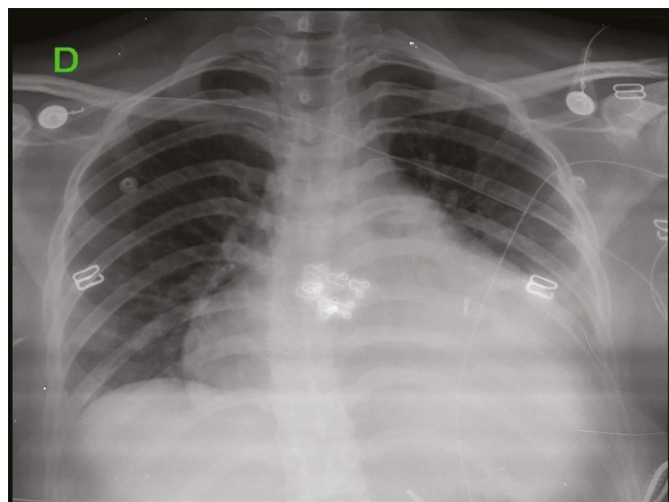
Radiografía de tórax, proyección anteroposterior. Nótese el aumento de la silueta cardíaca sugestiva de cardiomegalia, borramiento del ángulo costofrénico izquierdo por derrame pleural.
